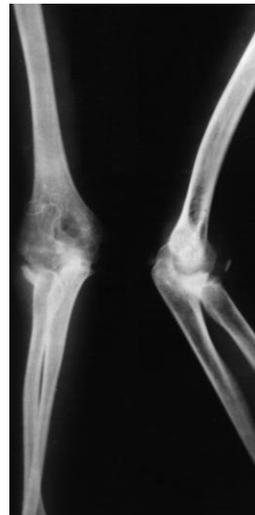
Рентгенограмма локтевого сустава больной К.
